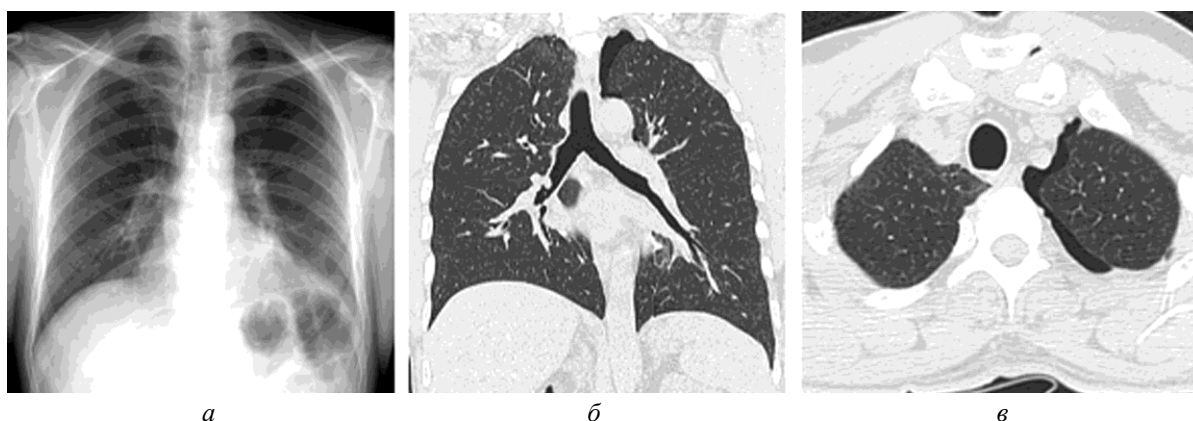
Рентгенография (а) и МСКТ (б, в) органов грудной клетки. Сочетанная КТТ, сотрясение головного мозга и травма груди, левосторонний малый пневмоторакс
